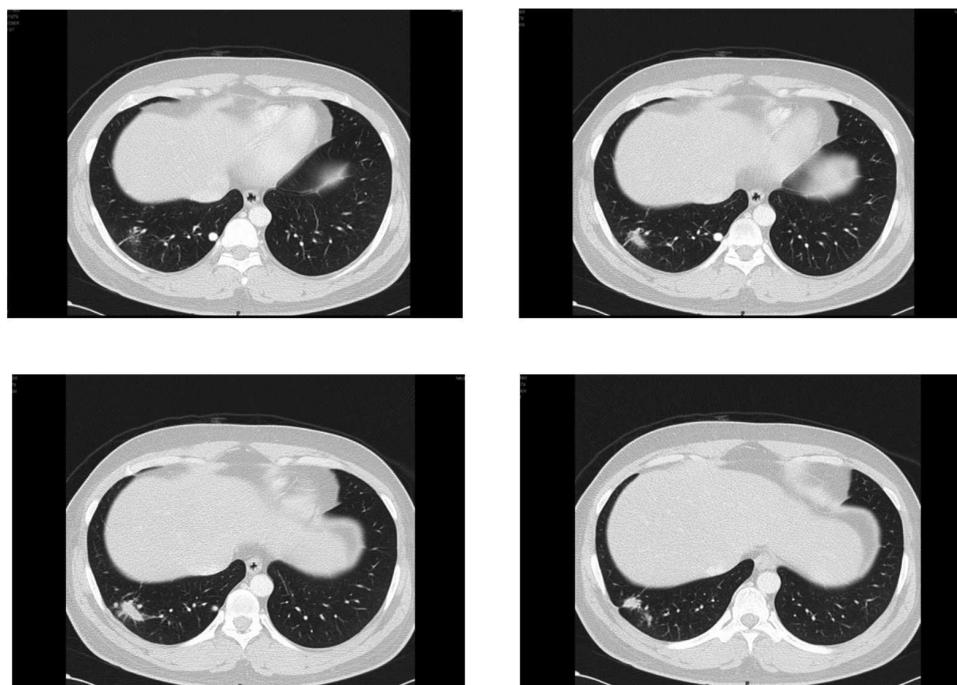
Angio-TAC multidetección. Opacidad basal derecha con compromiso subpleural negativo para malformación arteriovenosa.
